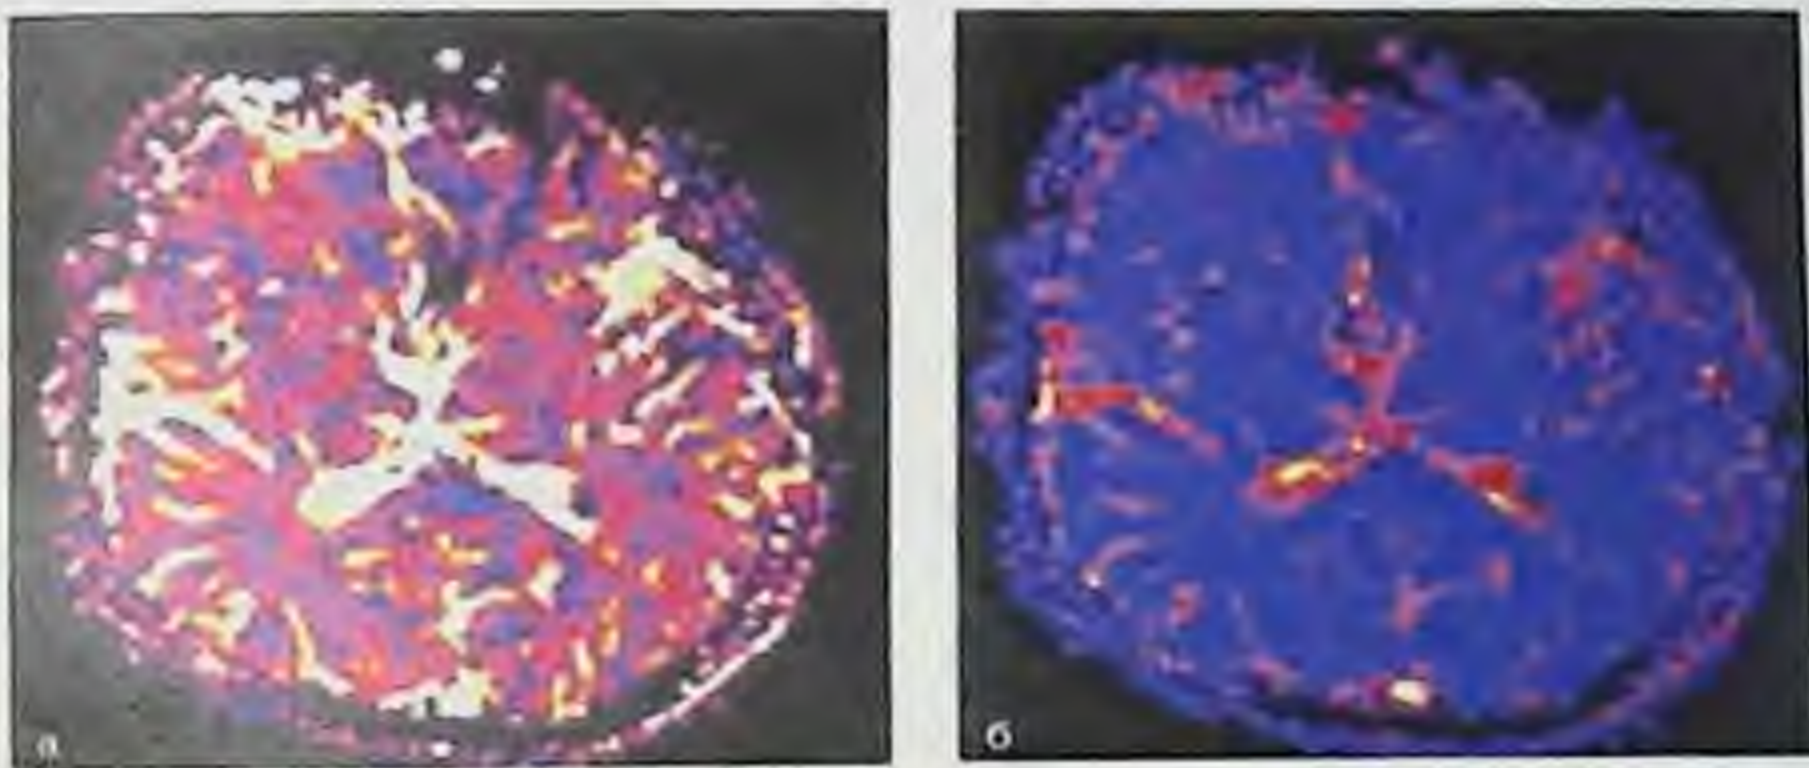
На функциональных МР-томограммах с использованием методики BOLD (BloodOxygenLevelDependent) на фоне покоя (а) изменения интенсивности МР-сигнала от вещества головного мозга не выявлено. На фоне двигательной активности (б) левой ноги, происходит усиление кровоснабжения соответствующего участка головного мозга и отчетливо видна зона двигательного центра (стрелка), расположенного в правой теменной доле медиальнее от образования
